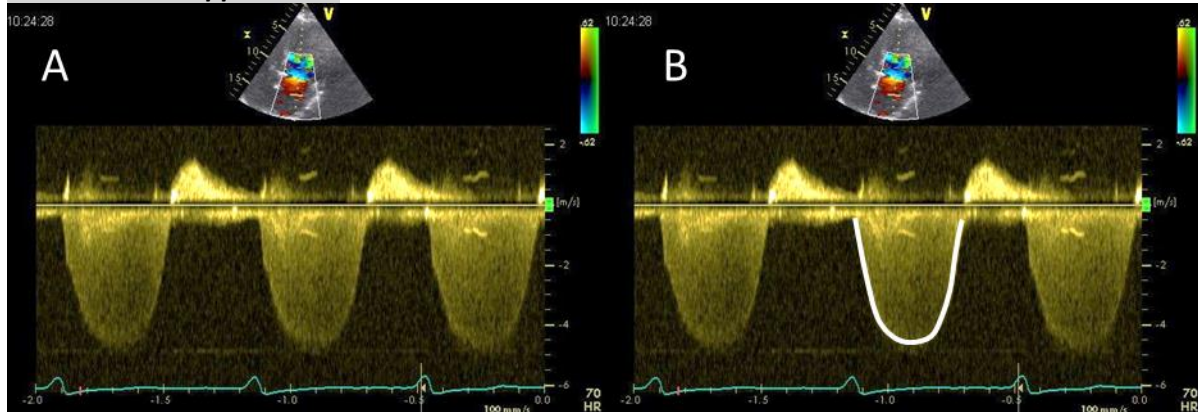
CW-Doppler MK (A) und Messung MK-Insuffizienzjet (B)
